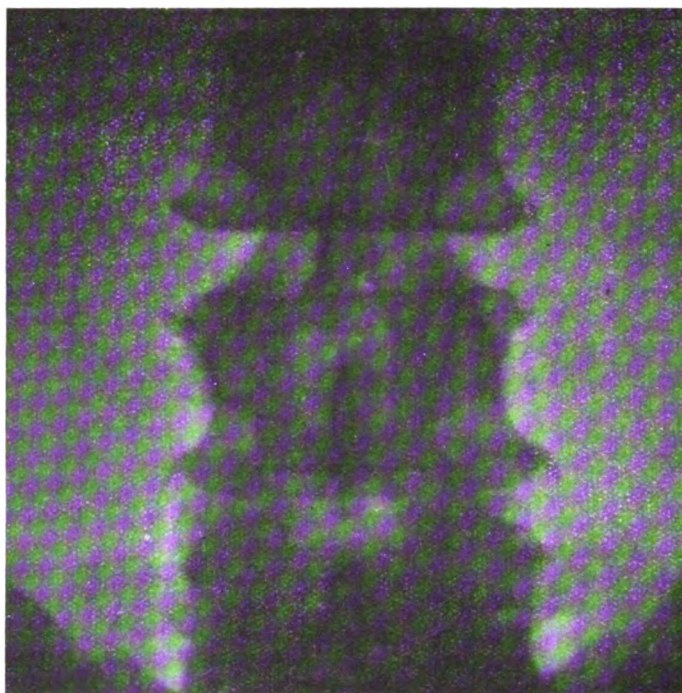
(Obs. 13). — La radiographie montre de nombreux becs de perroquet à la colonne lombaire.
